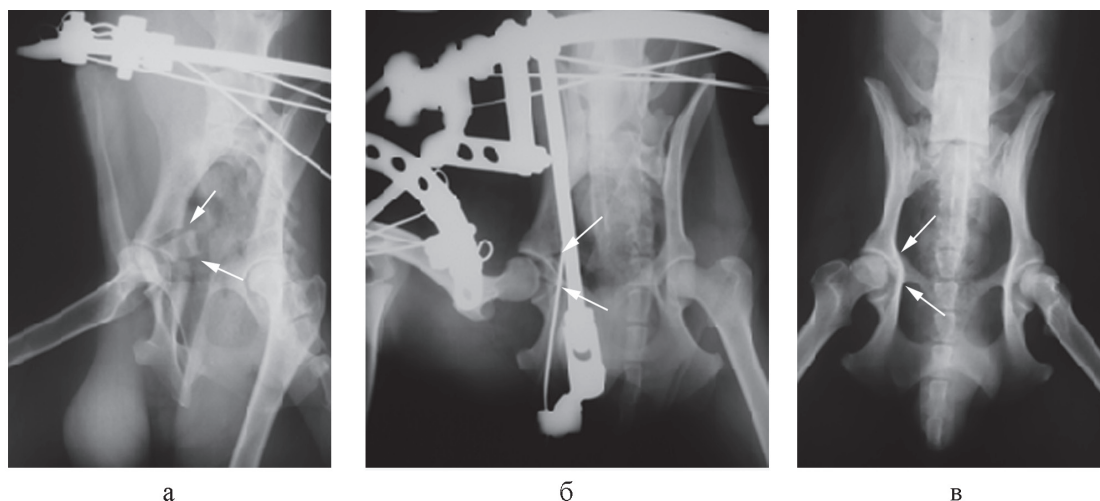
Рентгенограммы таза:
